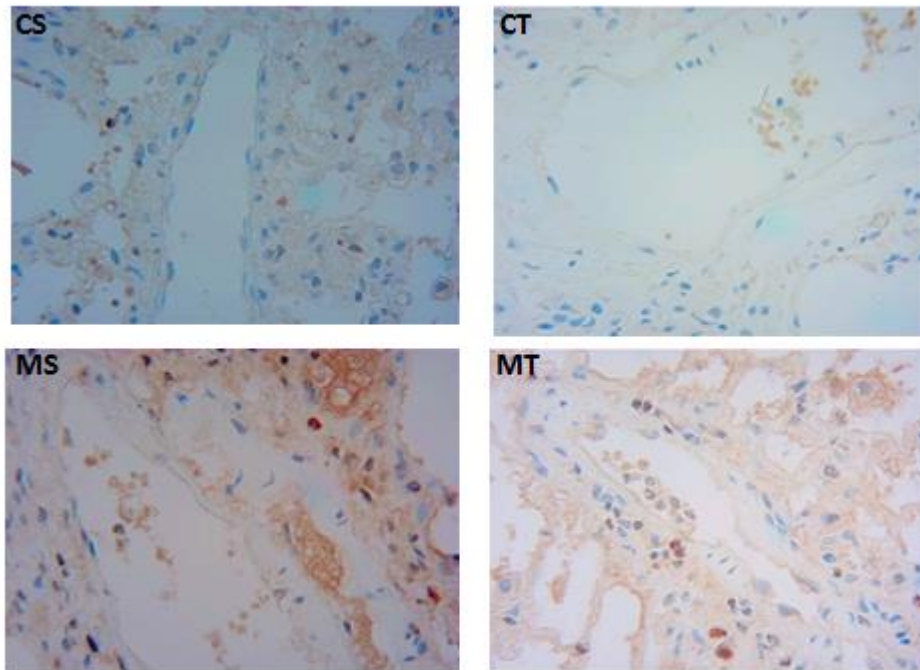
Imunohistoquímica para o marcador nitrotirosina em arteríola pulmonar (ampliação de 400x). CS: controle sedentário; MS: monocrotalina sedentário; CT: controle treinado; MT: monocrotalina treinado.
